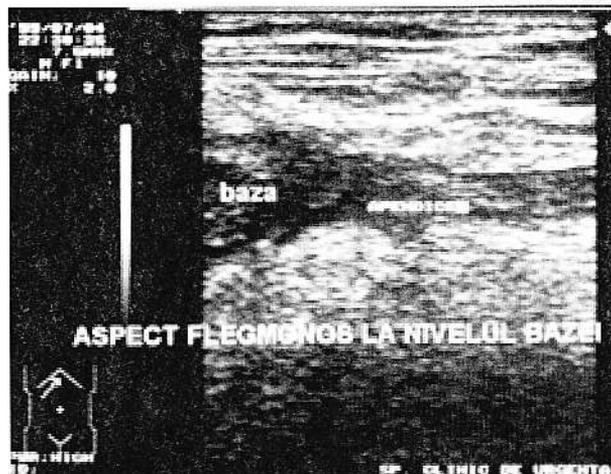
10ab. Aspecte ecografice în apendicita flegmonoasă.
